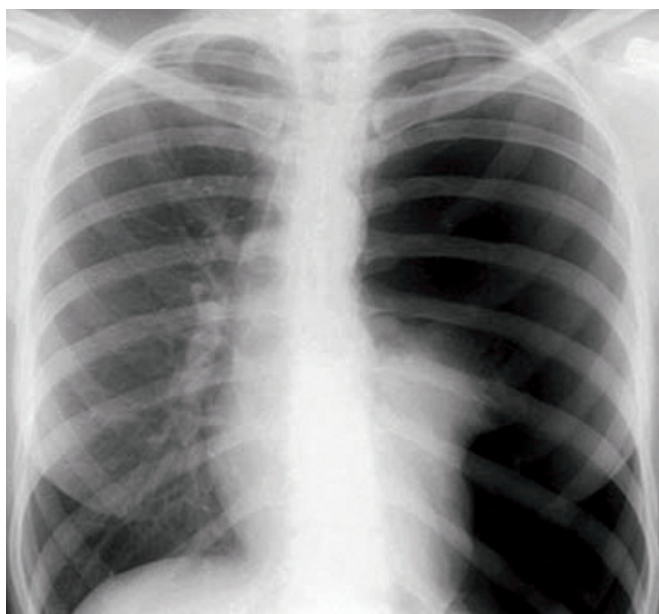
Radiographie thoracique : pneumothorax gauche avec distension de l'hémithorax gauche.
